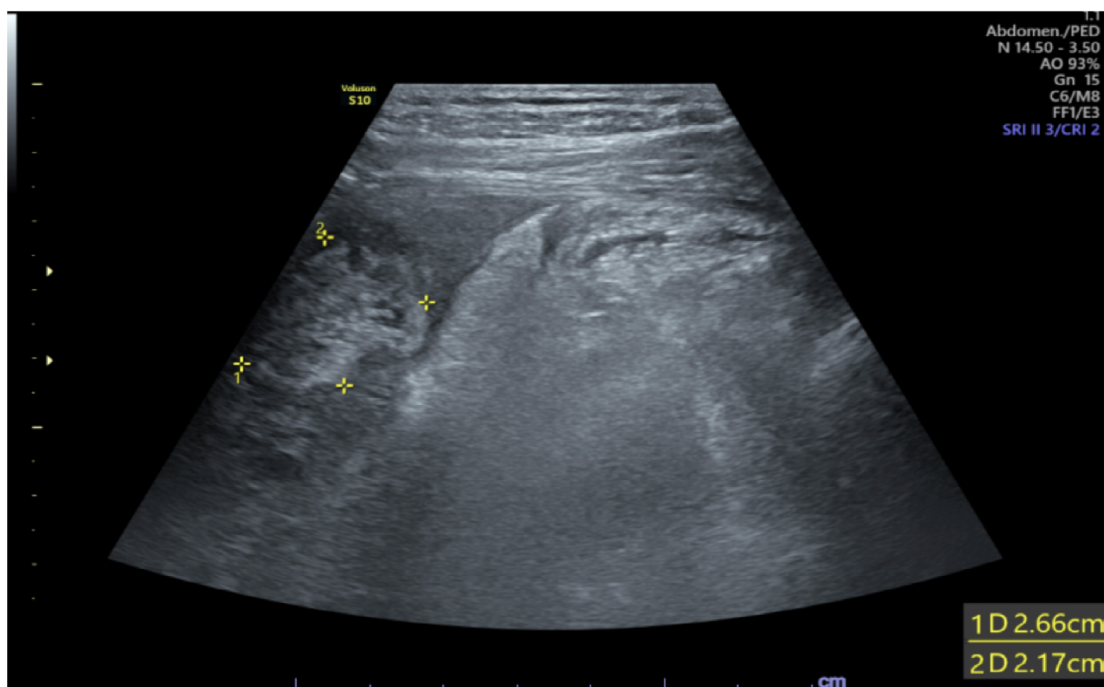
Ecografía abdominal, abordaje intercostal izquierdo. Imagen de aspecto redondeado, heterogénea y ecogénica, de un tamaño de 26 x 21 mm, interpretada como una lesión focal probablemente esplénica por su localización en el hipocondrio izquierdo. Fuente: elaboración propia, obtenida de los estudios imagenológicos del paciente.
